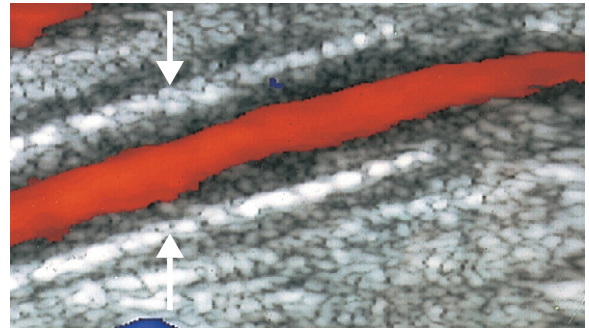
Das Farbdopplerbild zeigt eine lange, durch eine Intimahyperplasie hervorgerufene Verengung in einem AFC-Stent. Die Stentwände sind deutlich sichtbar (Pfeile).
